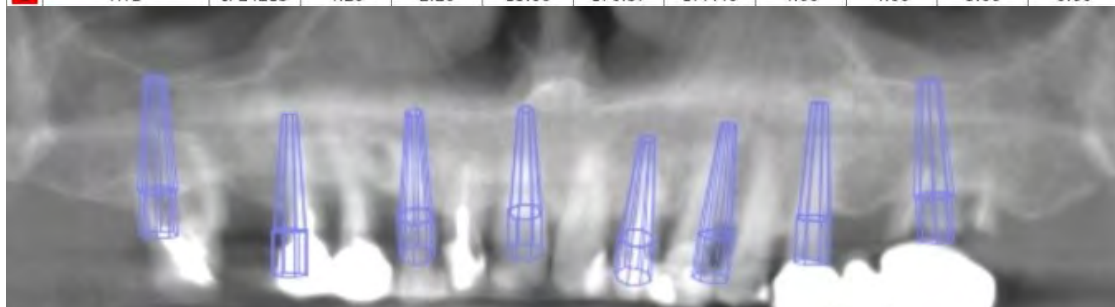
a,b,c,d Pamje të prerjeve të CBCT së para trajtimin
